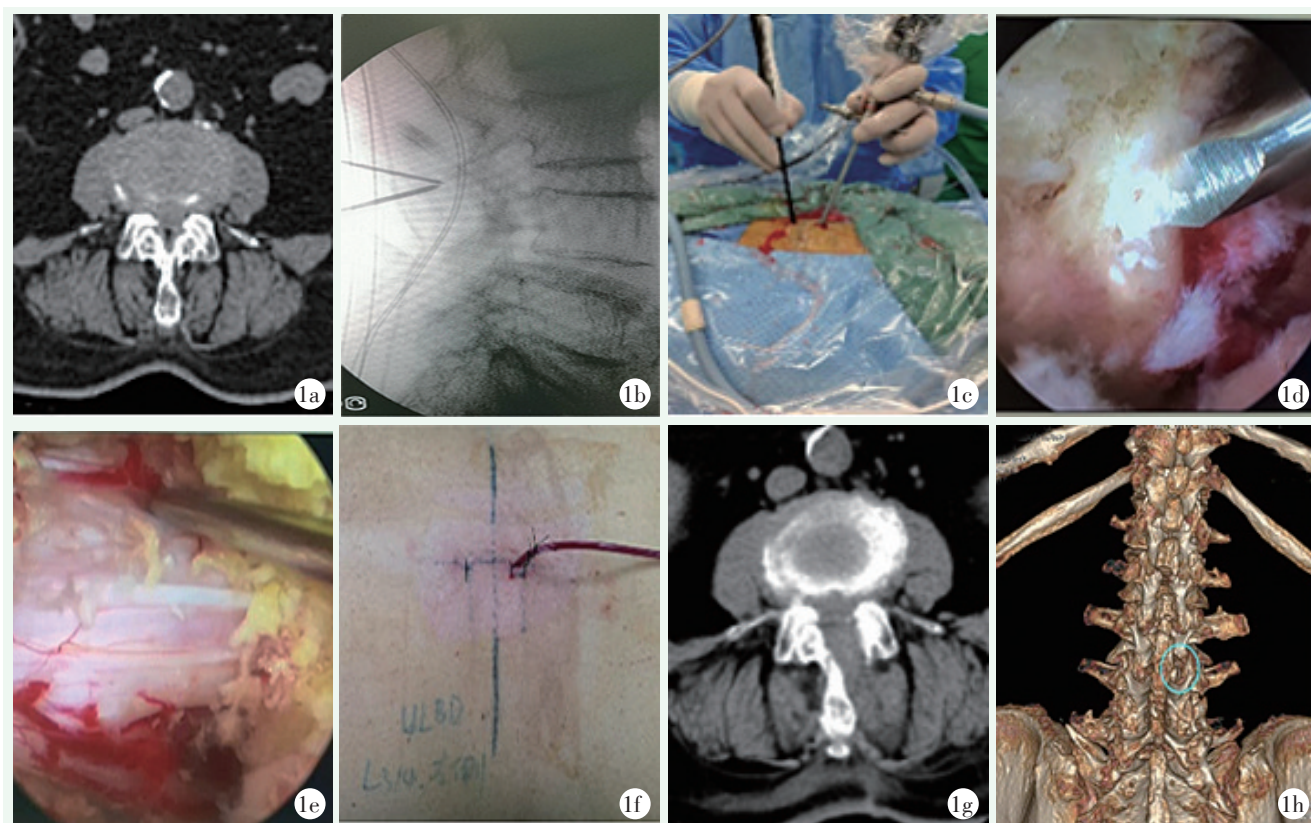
患者, 女, 80岁, 腰痛伴双下肢乏力行走困难2年, 加重1个月, 行UBE一侧入路双侧减压术。1a: L_{3/4}术前轴位CT, 显示双侧侧隐窝狭窄; 1b: 术中2枚克氏针分别经皮穿刺至L₃棘突基底与椎板交界处, 透视确认责任节段; 1c: 术者手持器械, 头侧为观察通道, 尾侧为操作通道; 1d: 镜下将1枚克氏针稳定于L₃棘突基底与椎板交界处, 再次透视确认目标节段; 1e: 术中减压完成后硬膜囊及L₃两侧神经根镜下观; 1f: 术后皮肤切口照片; 1g: 术后CT轴位像可见中央椎管及双侧侧隐窝减压范围; 1h: 术后三维CT, 蓝色椭圆形圈内可见骨性减压区域。
